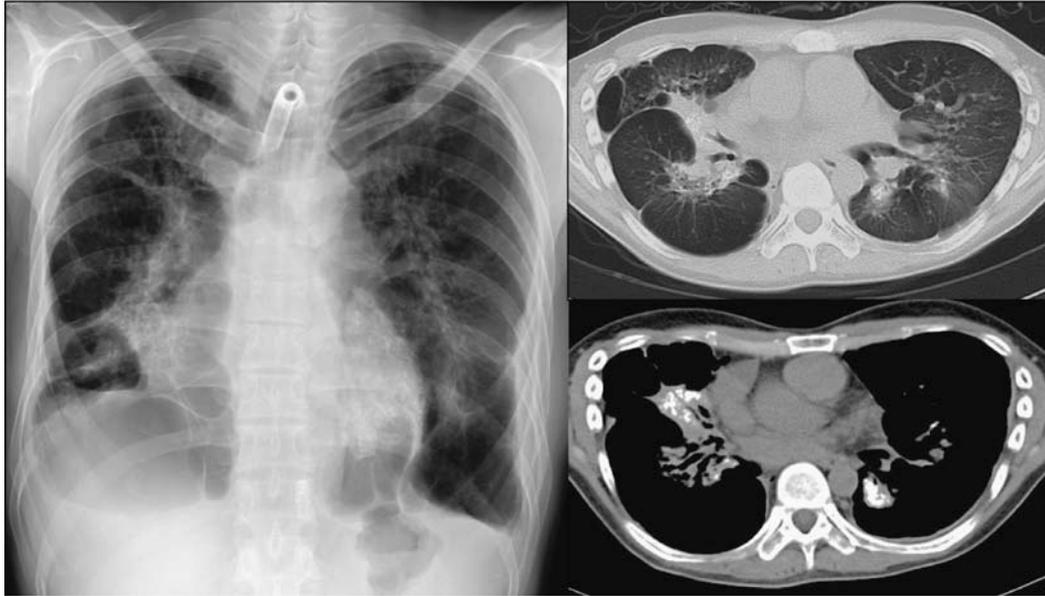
塵肺症例の初診時胸部X線写真およびCT写真⁸⁾
